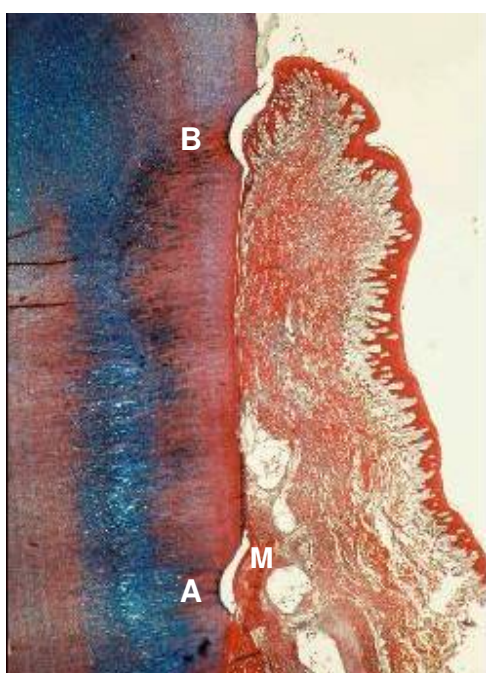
Grupo RTG: aumento de 2,5X, sulco apical (A), sulco coronário (B). Restos da membrana ainda não reabsorvidos (M). Coloração de Tricrômico de Masson.
